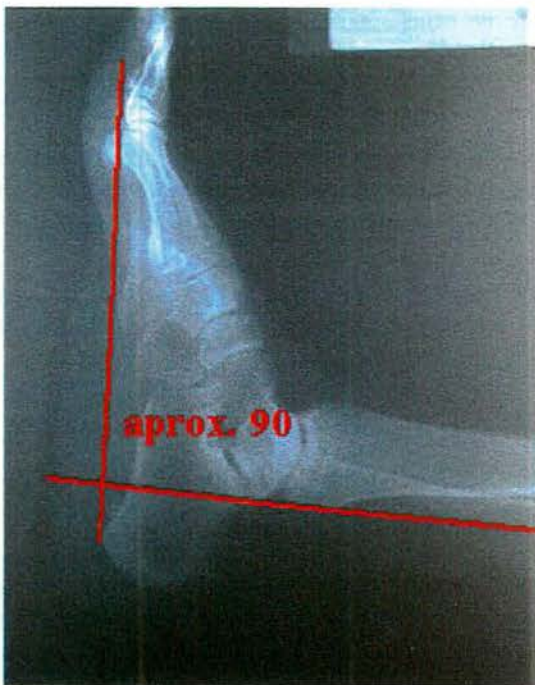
Radiografía del pie colocado dentro del cajón.
